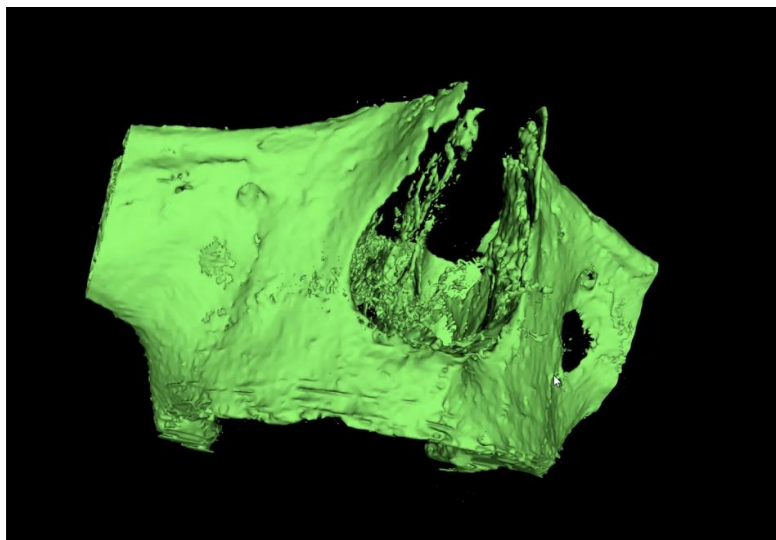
Modelo 3D desenvolvido por software Invesalius CTI Renato Archer- Campinas SP-Brasil, com base em tomografia computadorizada tipo cone beam
